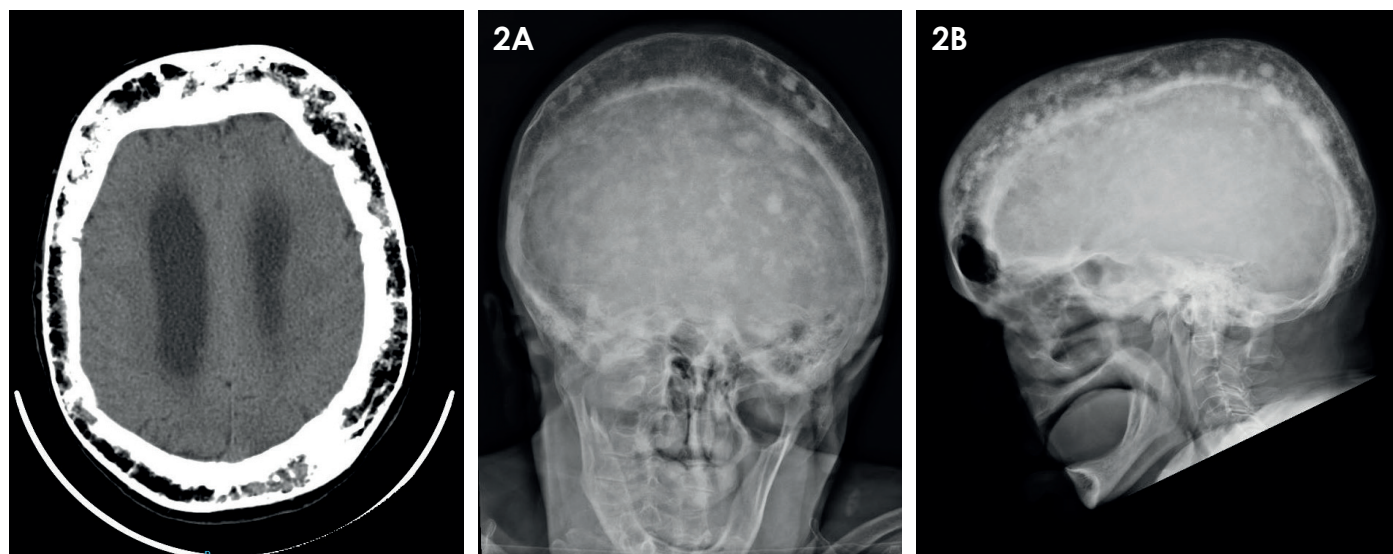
TC do crânio: expansão óssea, espessamento do osso cortical e áreas irregulares de esclerose.
